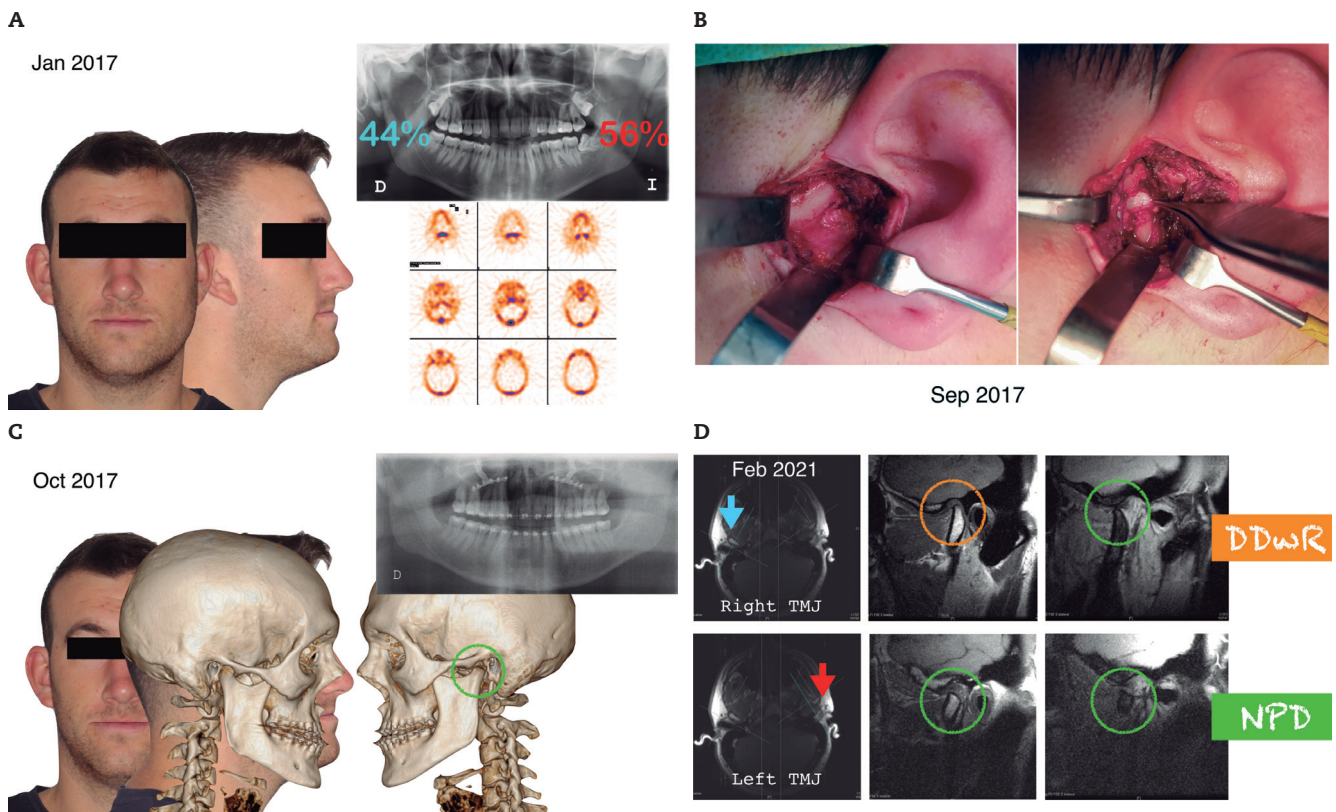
A. Paciente varón que acudió a consulta en 2016 mostrando una asimetría mandibular hacia el lado derecho. La SPECT en enero de 2017 mostró una captación del 56 % en el cóndilo izquierdo en contraste con el 44 % para el cóndilo derecho. En septiembre de 2017, esta diferencia persistía y el paciente fue diagnosticado de CH tipo I, por lo que se realizó una condilectomía alta del lado izquierdo. B. Intraoperatoriamente se observa el cóndilo remanente plano y una correcta reposición del disco por encima de él. C. Se logró una corrección prácticamente total de la asimetría, por lo que en octubre de 2019 se le realizó una osteotomía de Le Fort I con avance del maxilar superior sin cirugía mandibular asociada, para la corrección de una clase III dentoalveolar en el plano sagital. D. En febrero de 2021 se objetiva un bloqueo crónico de la ATM derecha. La RMN mostró una posición normal del disco en la articulación izquierda, tanto en la boca cerrada como abierta, mientras que el disco en la ATM derecha mostraba un desplazamiento anterior en boca cerrada, que se recapturaba completamente en boca abierta. Así se diagnosticó un DDR de la ATM derecha, y el paciente fue sometido a una artroscopia operatoria de la ATM mediante liberación anterior por miotomía del músculo pterigoideo lateral y coblación de los tejidos retrodiscales, con resultado funcional óptimo.
